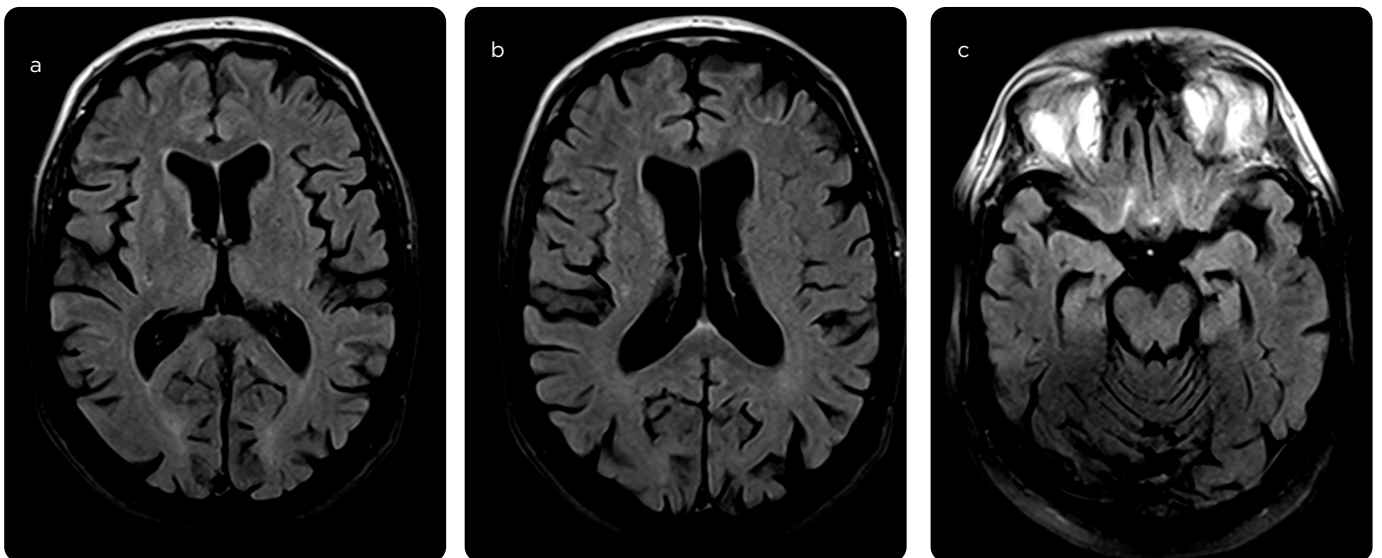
RM cerebral secuencia FLAIR, axial. a, b) Áreas de discreta alta señal en la corteza frontal bilateral, en la corteza del giro del cíngulo y c) en la corteza de los lóbulos temporales bilaterales.
